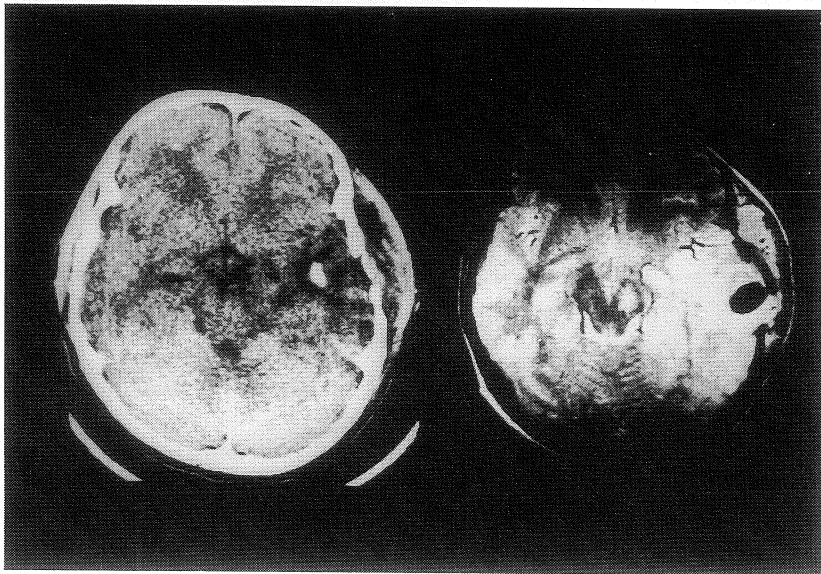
左 CT, 右 MRI: 脳中心性ヘルニアを呈した AVM による脳内出血の 9 歳男児例。CT
